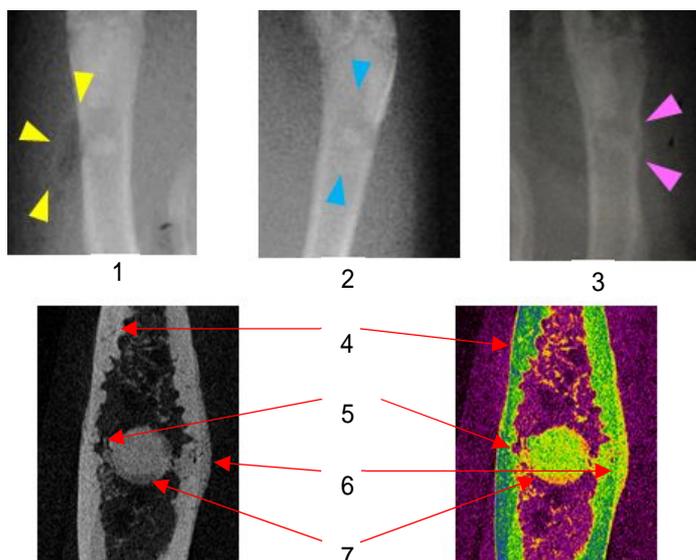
単純 X 線像と CT 像による金属周囲に見られる変化
